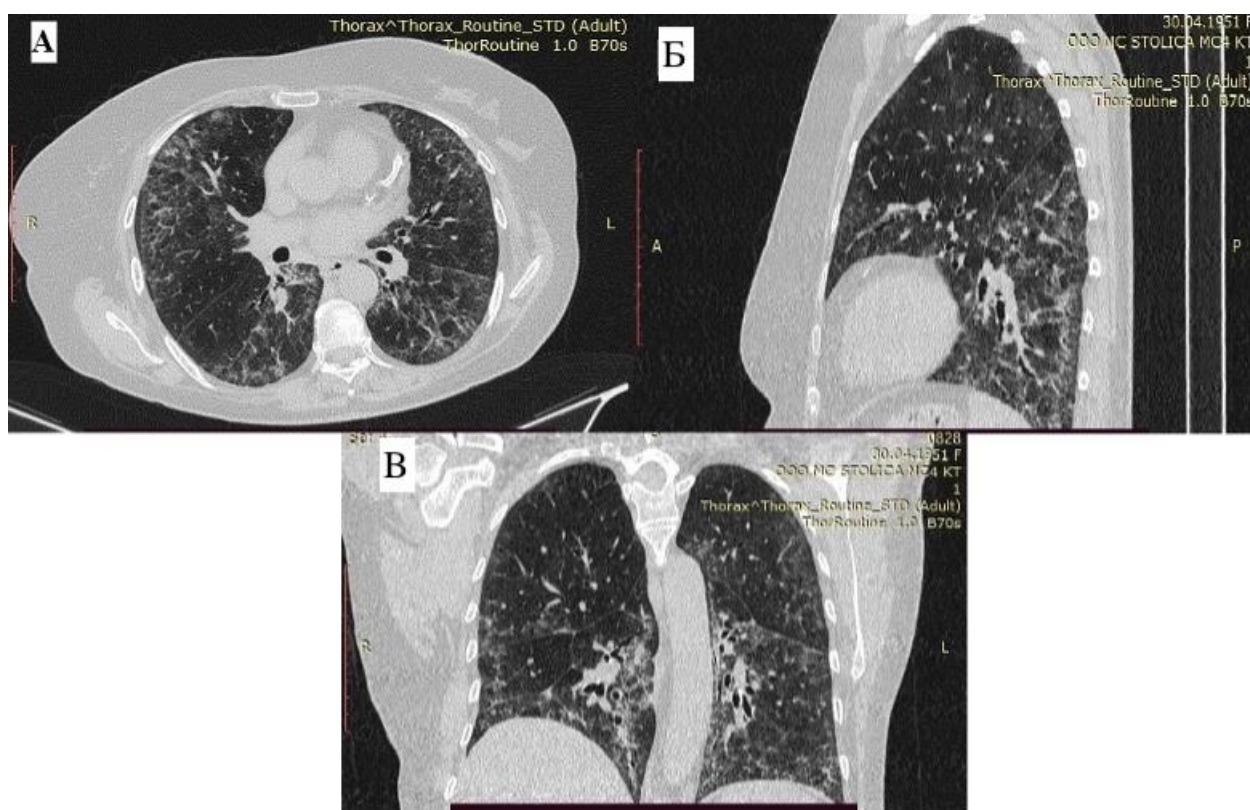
КТ-картина при неспецифической интерстициальной пневмонии. А – аксиальный срез, Б – сагиттальный срез, В – фронтальный срез, собственные данные автора
